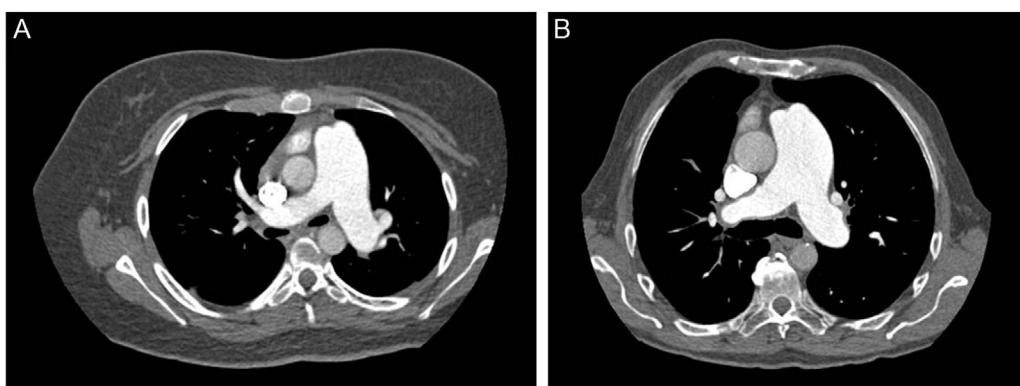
La tomografía computarizada de tórax antes de la intervención podría ser útil para seleccionar a los candidatos ideales para una anastomosis de Potts. Existen 2 tipos de relaciones entre la arteria pulmonar inferior izquierda y la aorta descendente. En el tipo 1 (A), la distancia entre los vasos es mínima y en el tipo 2 (B) la distancia es mayor, con lo que aumenta el riesgo de hemorragia. Los pacientes con una relación de tipo 1 son mejores candidatos para una anastomosis de Potts.
